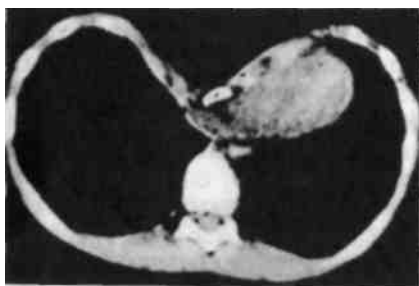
Компьютерная томограмма впалой груди.
